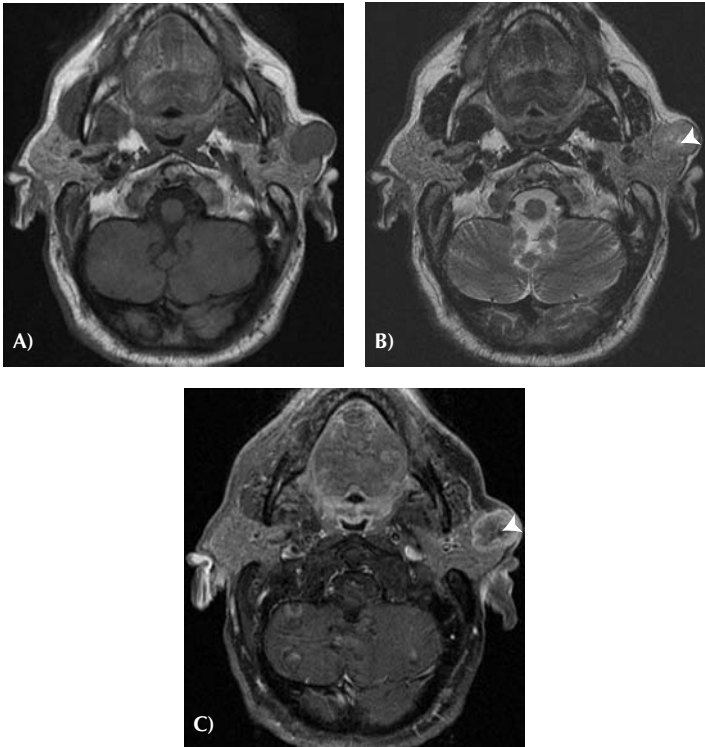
IRM de la loge parotidienne sans et avec gadolinium : tumeur parotidienne maligne. A) Coupe axiale en séquence T1 : tumeur parotidienne gauche. La lésion est hypo-intense. B) Coupe axiale en séquence T2 : la lésion est discrètement hétérogène avec des zones hyperintenses centrales, plutôt en isosignal par rapport au reste de la glande parotide, en faveur du caractère malin de la lésion. C) Coupe axiale en séquence T1 avec saturation du signal de la graisse et injection de gadolinium : rehaussement de la lésion de type hétérogène. Cet aspect sur les trois séquences est fortement évocateur d'une tumeur parotidienne maligne (têtes de flèche).
